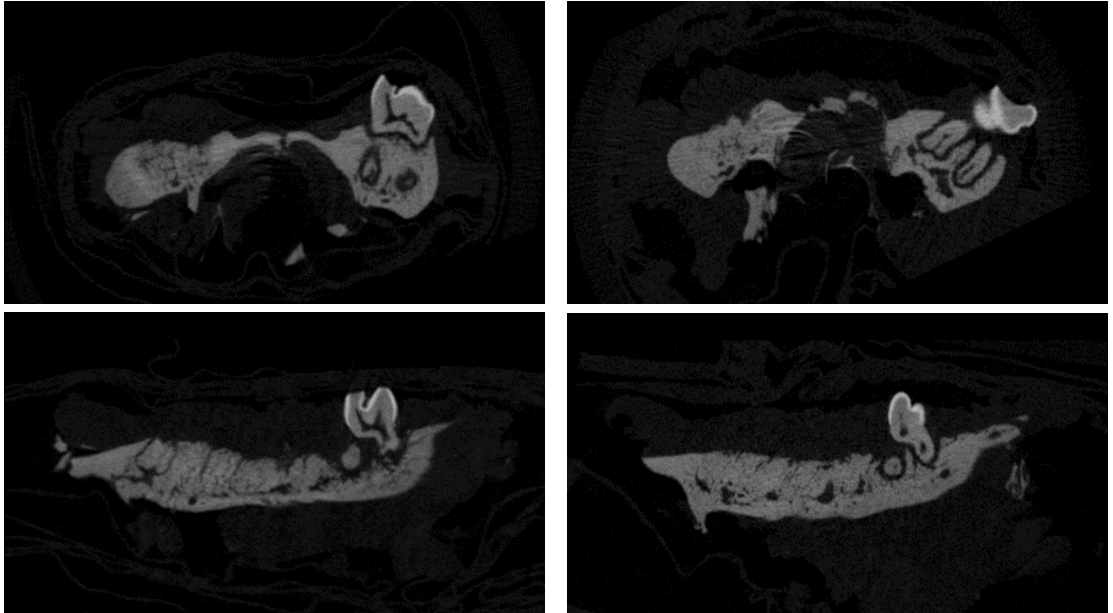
Kontrol Grubu 1. ve 2. ay Maksillanın Koronal/ Sagittal Mikro-BT Görüntüleri
